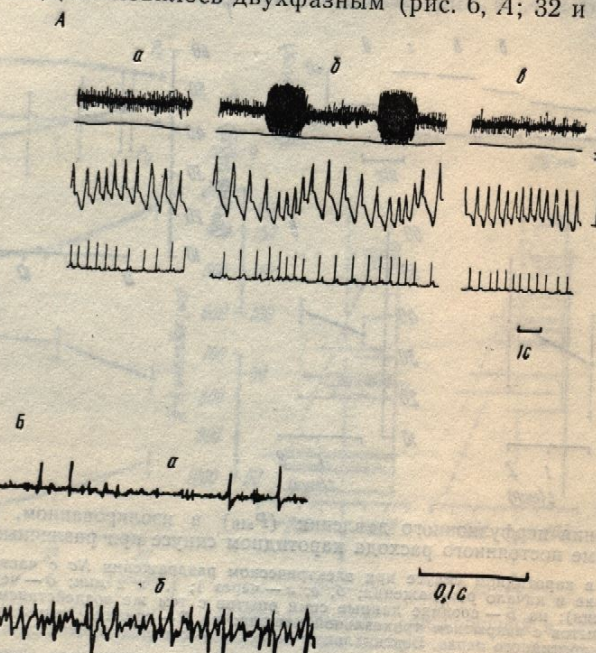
Усиление афферентных разрядов в сино-каротидном нерве, вызванное закрытием трахеальной канюли у животного со спонтанным дыханием в условиях перфузии изолированной бифуркации сонной артерии в режиме постоянного расхода кровью (А) и электрическим раздражением наружного каротидного нерва (N_c) при нулевом давлении в каротидном синусе (Б).
